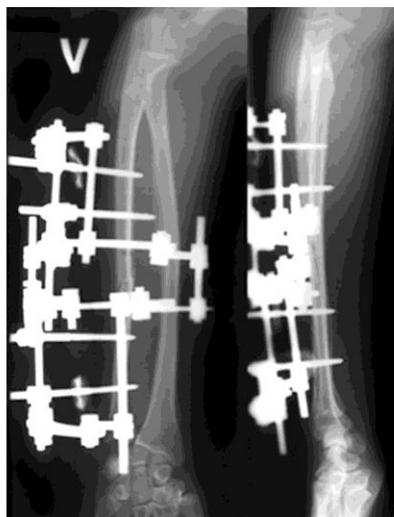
Рентгенограммы пациента Б. после операции
